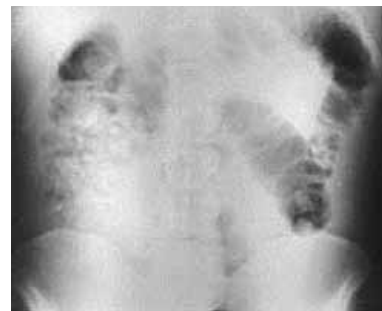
Обзорная рентгенограмма брюшной полости. Горизонтальное положение больного. Разрыв левой трубы при внематочной беременности. Определяется расширение и гомогенное затемнение левого латерального канала и полости малого таза.
